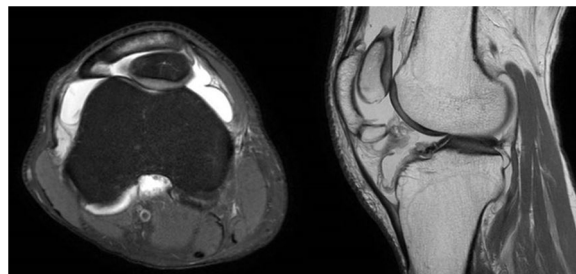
IRM de la rodilla derecha, axial y sagital.
